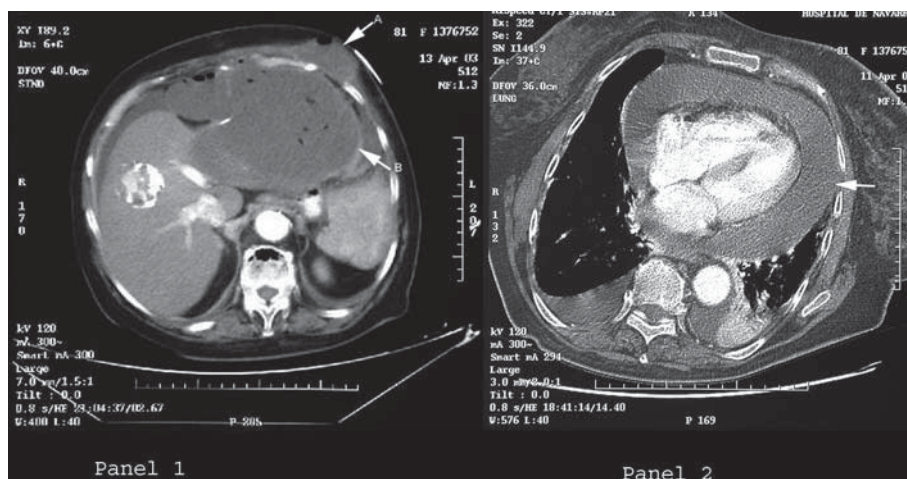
Tomografía computarizada toracoabdominal. Panel 1: imagen de absceso hepático (flecha B) con extensión hacia región extratorácica en plano subcutáneo (flecha A) y panel 2 con imagen de derrame pericárdico severo.
